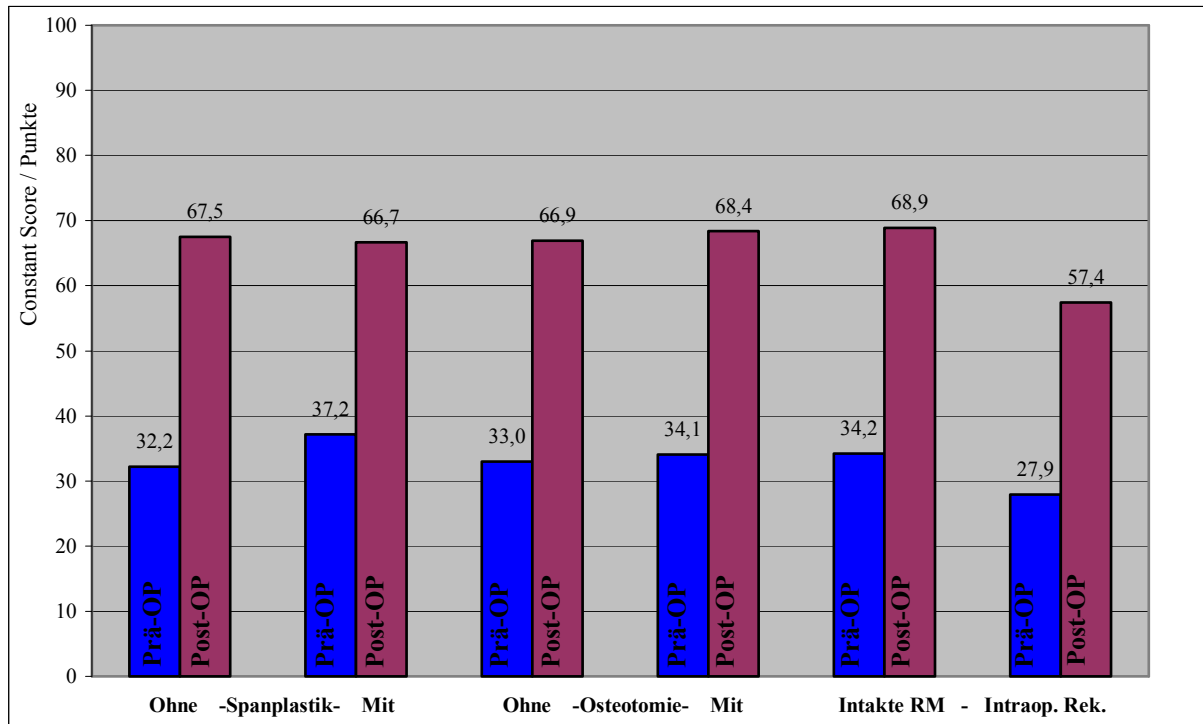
Ergebnisse im Constant Score (Punkte) in Abhängigkeit von Zusatzeingriffen. Links: Patienten ohne und mit (n=11) Spanplastik. Mitte: Patienten ohne und mit (n=14) Glenoidosteotomie. Rechts: Patienten mit intakter Rotatorenmanschette (RM) und mit intraoperativer Rekonstruktion (n=7).
